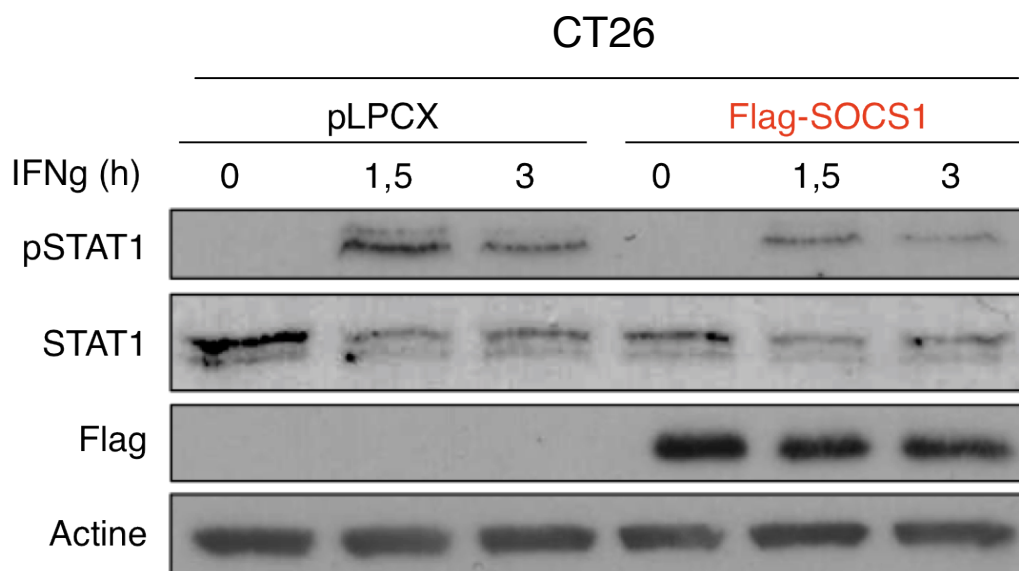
SOCS1 régule négativement l'activation du facteur STAT1 induite par l'IFN γ dans la lignée cellulaire CT26
